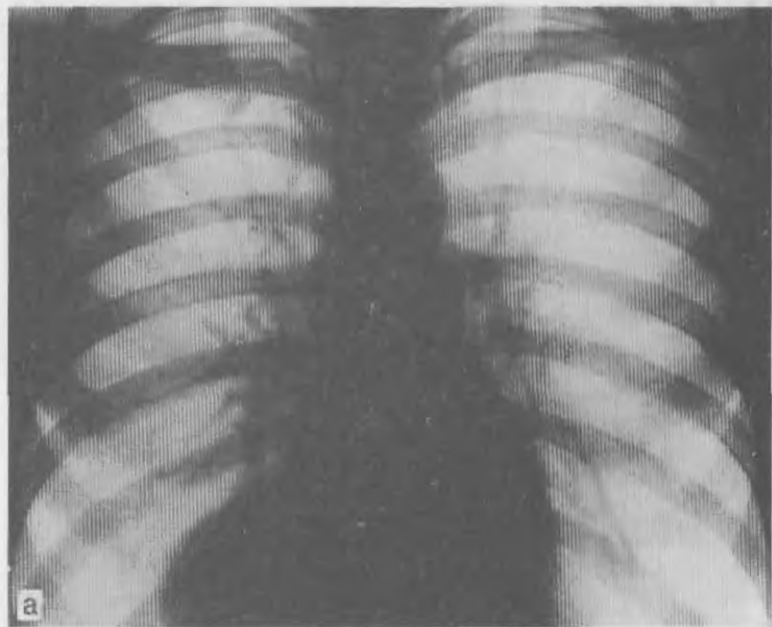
Рентгенограммы в прямой (а) и боковой (б) проекции.
